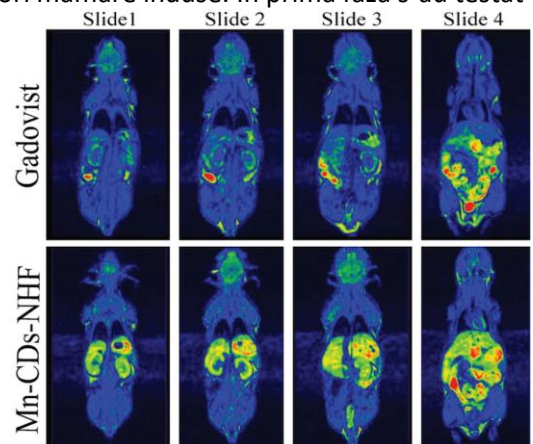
Imagini comparative RMN ale șoarecilor sănătoși Gadovist și Mn-CDs-NHF
